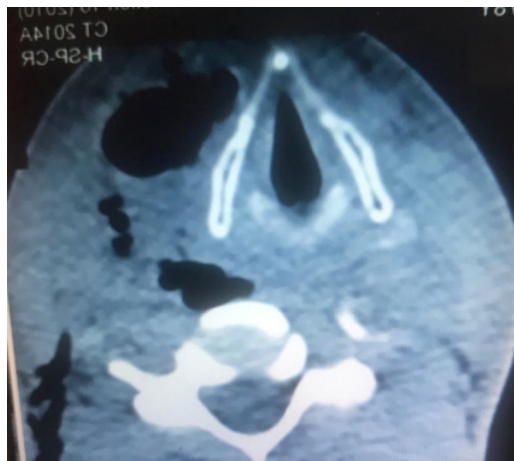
TDM cervicale en coupe axiale montrant une cellulite cervicale gangréneuse.
